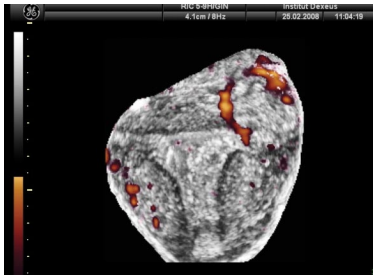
Imagen en modo render con power Doppler de un embarazo ectópico cornual. En cuerno izquierdo se observa la imagen nodular, refringente, con halo de vascularización que corresponde al embarazo ectópico. Nótese que la lesión alcanza la serosa.
